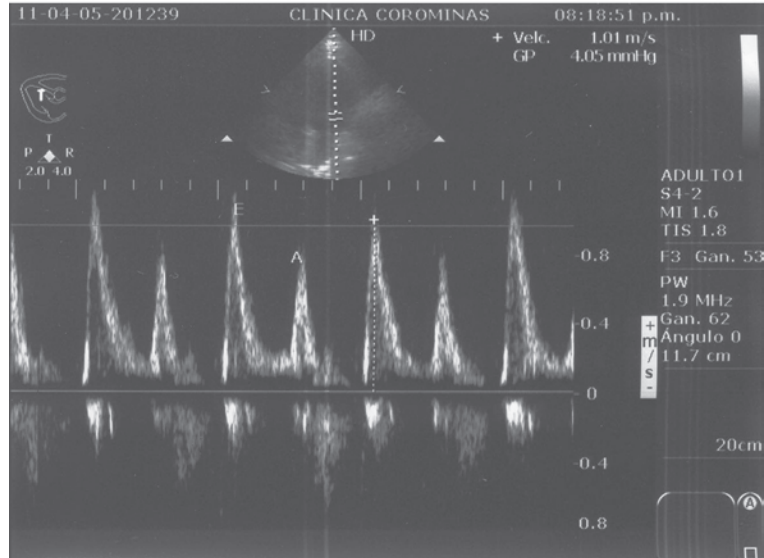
Doppler pulsado Mitral. Apical 4 cámaras. La señal de flujo a nivel de cúspides abiertas. El pico E representa la fase de llenado rápido y el pico A, la fase de llenado atrial presistólica.
